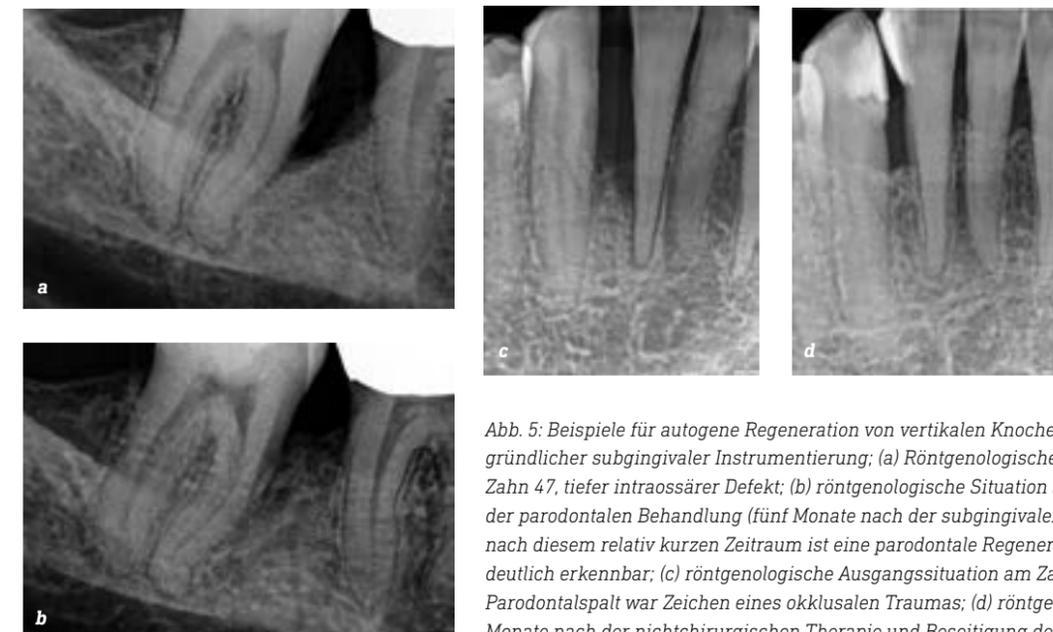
Beispiele für autogene Regeneration von vertikalen Knochendefekten nach gründlicher subgingivaler Instrumentierung; (a) Röntgenologische Ausgangssituation am Zahn 47, tiefer intraossärer Defekt; (b) röntgenologische Situation sechs Monate nach Beginn der parodontalen Behandlung (fünf Monate nach der subgingivalen Instrumentierung), bereits nach diesem relativ kurzen Zeitraum ist eine parodontale Regeneration des vertikalen Defekts deutlich erkennbar; (c) röntgenologische Ausgangssituation am Zahns 42, der erweiterte Parodontalspalt war Zeichen eines okklusalen Traumas; (d) röntgenologischer Zustand sechs Monate nach der nichtchirurgischen Therapie und Beseitigung des okklusalen Traumas.
